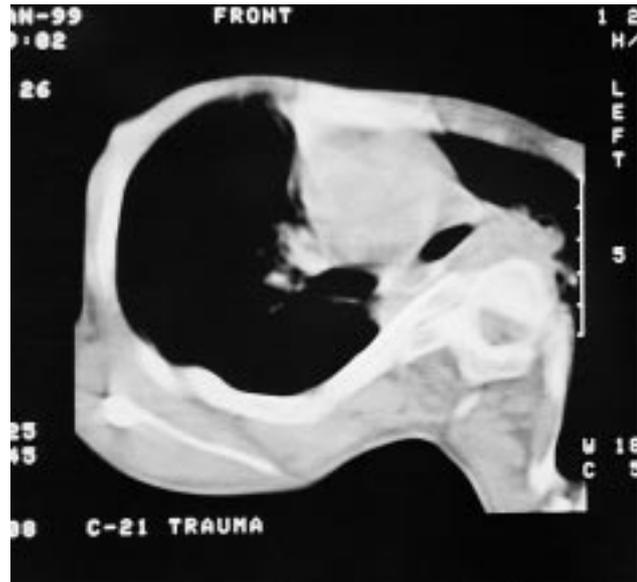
Tomografía axial computerizada que muestra la gran deformidad torácica.
